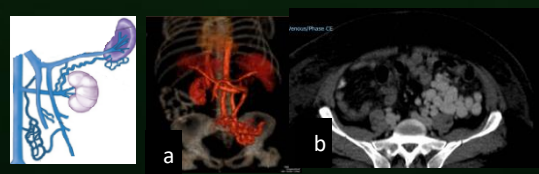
Figura a) TC reconstrucción 3d vena mesenterica inferior tortuosa en todo su trayecto anastomosándose con la vena gonadal izquierda. b) TC corte axial visualizándose vena gonadal izquierda dilatada y tortuosa
